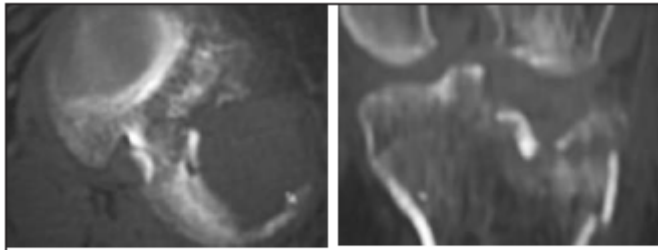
КТ коленного сустава больной Б. 52 лет. Определяются более значительные повреждения и обширный дефект хряща (перелом типа B2)
